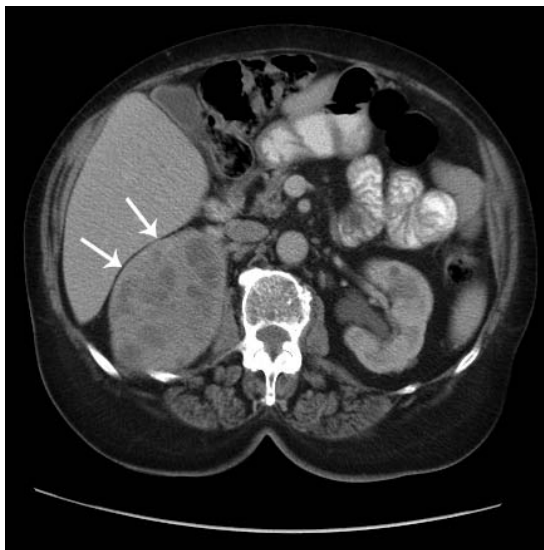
TAC abdominal mostrando nódulo na supra-renal direita, heterogéneo, com áreas quísticas sugestivo de feocromocitoma (setas).
